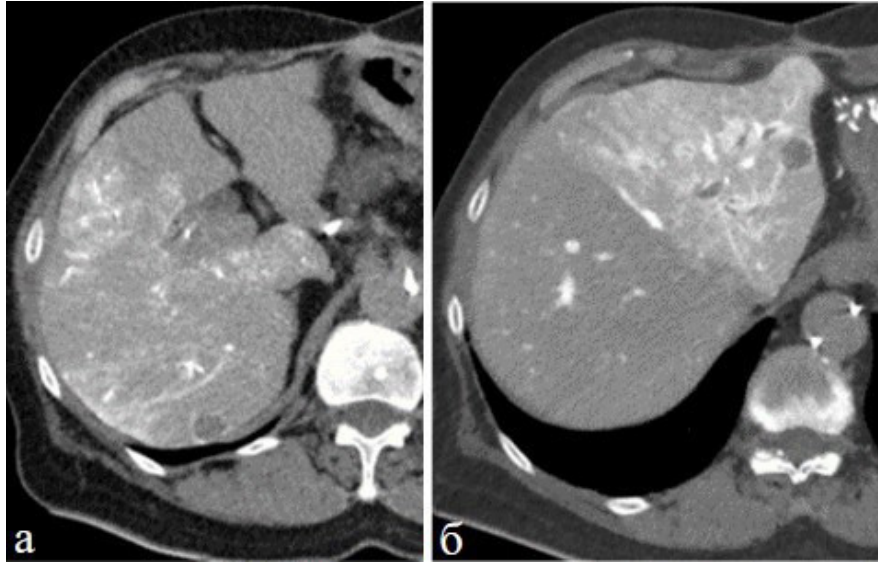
КТ с внутриаартериальным контрастированием при вариантной анатомии печеночных сосудов, 22 сек сканирования.
